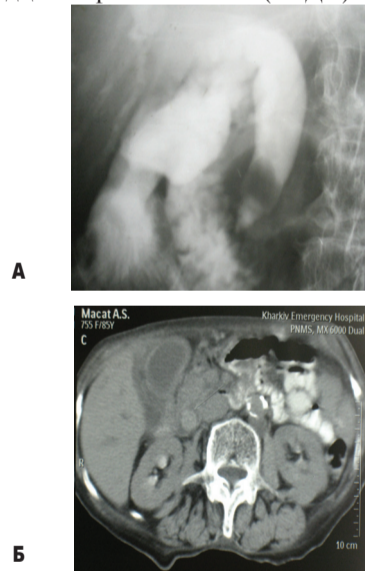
Сочетанное выполнение ЭРХПГ (а) и СКТ (б) через 30 мин после введения контрастного препарата в общий желчный и вирсунгов протоки при ЭРХПГ
